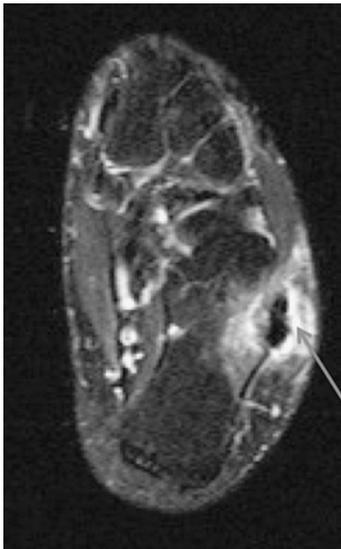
MRI 所見 (SPIR). 腓骨筋腱周囲の液貯留 (矢印).
